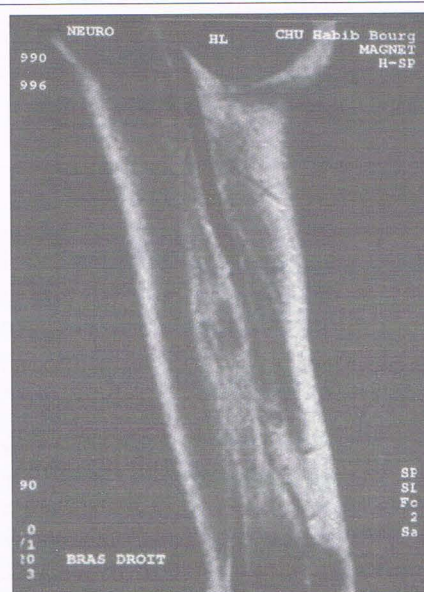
IRM, T1 après injection : plage de prise de contraste d'aspect fusiforme située en avant de l'artère humérale.
